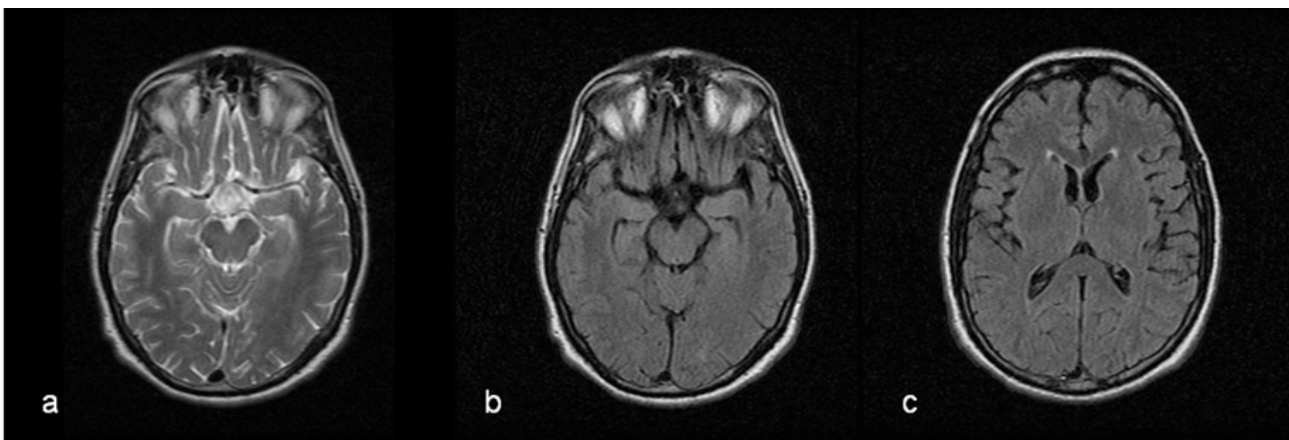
Ressonância magnética seguimento (doente um). a-axial T2; b-c axiais FLAIR
